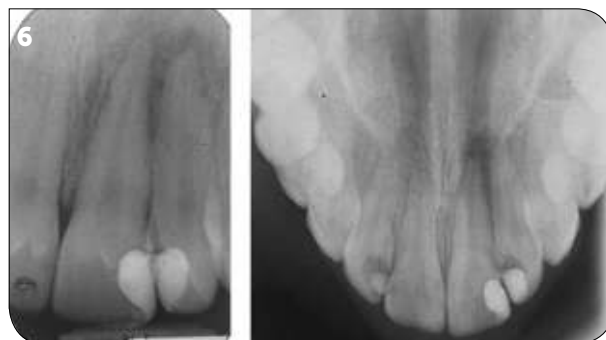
à 10 : Photographies et radiographies issues de l'article : Tahmassebi JF, Paterson SA. Development of acute Henoch-Schönlein purpura subsequent to endodontic treatment. Int J Paediatr Dent. 2007 May;17(3):217-22.
